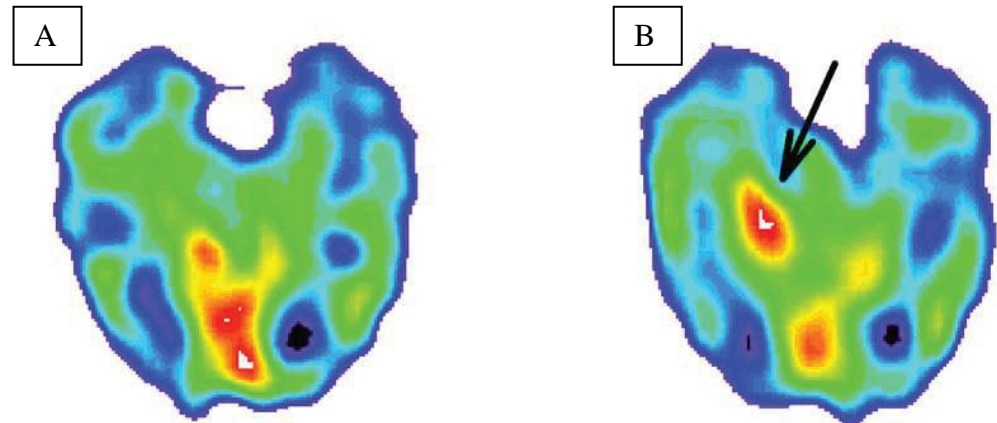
Registro del SPECT cerebral de esa misma paciente en situación basal (A) y posterior a la administración de Eto (B). (Publicado en *Epilepsia*, Pastor et al 2008-b).
